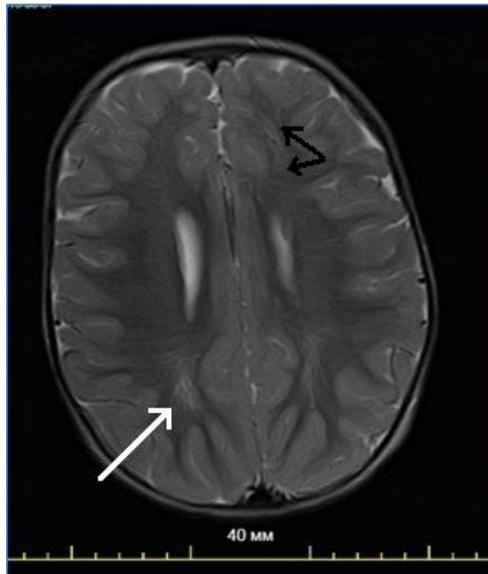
МРТ головного мозга пробанда, сагиттальная проекция, режим T2:
